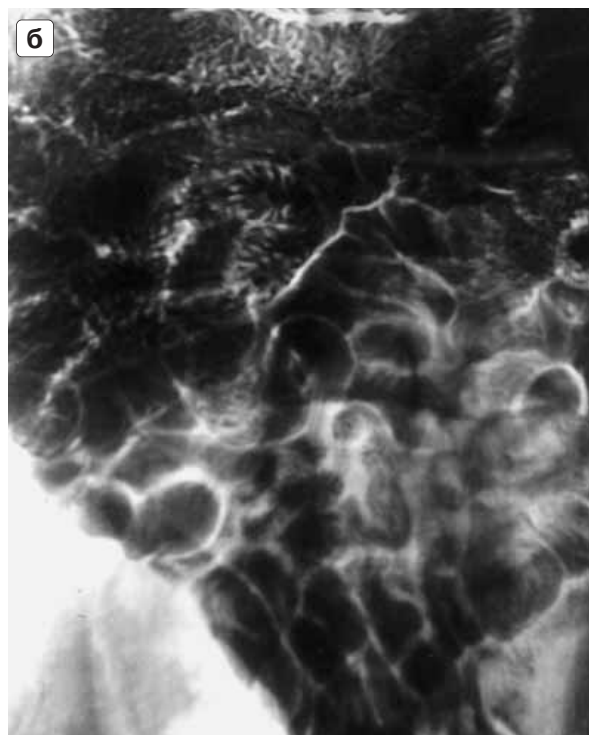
Больной К., 23 лет. Признаков патологии со стороны органов желудочно-кишечного тракта не найдено. Рентгенологическое исследование тонкой кишки (препарат “Entero-VU”). а – петли тощей кишки расположены в верхне-средних отделах брюшной полости. Керкринговы складки четкие, равномерные, одинаковой ширины. б – петли подвздошной кишки расположены в нижних отделах брюшной полости, частично в малом тазу. Хорошо видны все ее участки, без их суммации. в – контрастирован неизмененный терминальный отдел подвздошной кишки и переход его в слепую. Виден восходящий отдел толстой кишки.
